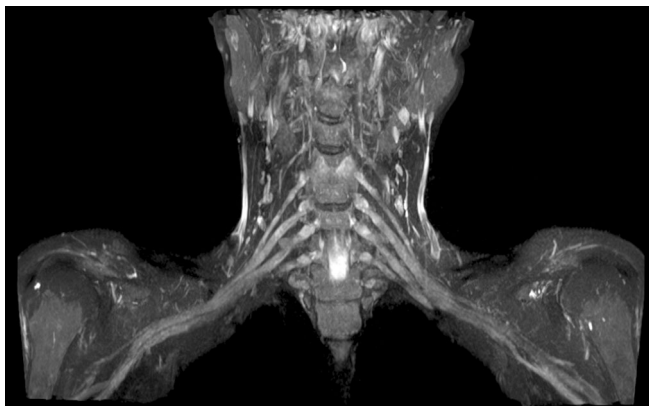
МРТ плечевых сплетений пациентки П. в режиме 3D STIR (проекция максимальной интенсивности): отмечается слабое неравномерное повышение сигнала от элементов плечевых сплетений, слабое утолщение передних ветвей спинномозговых нервов (сплошные стрелки) и более дистальных элементов плечевых сплетений вплоть до визуализируемых отделов их конечных ветвей (пунктирные стрелки)
